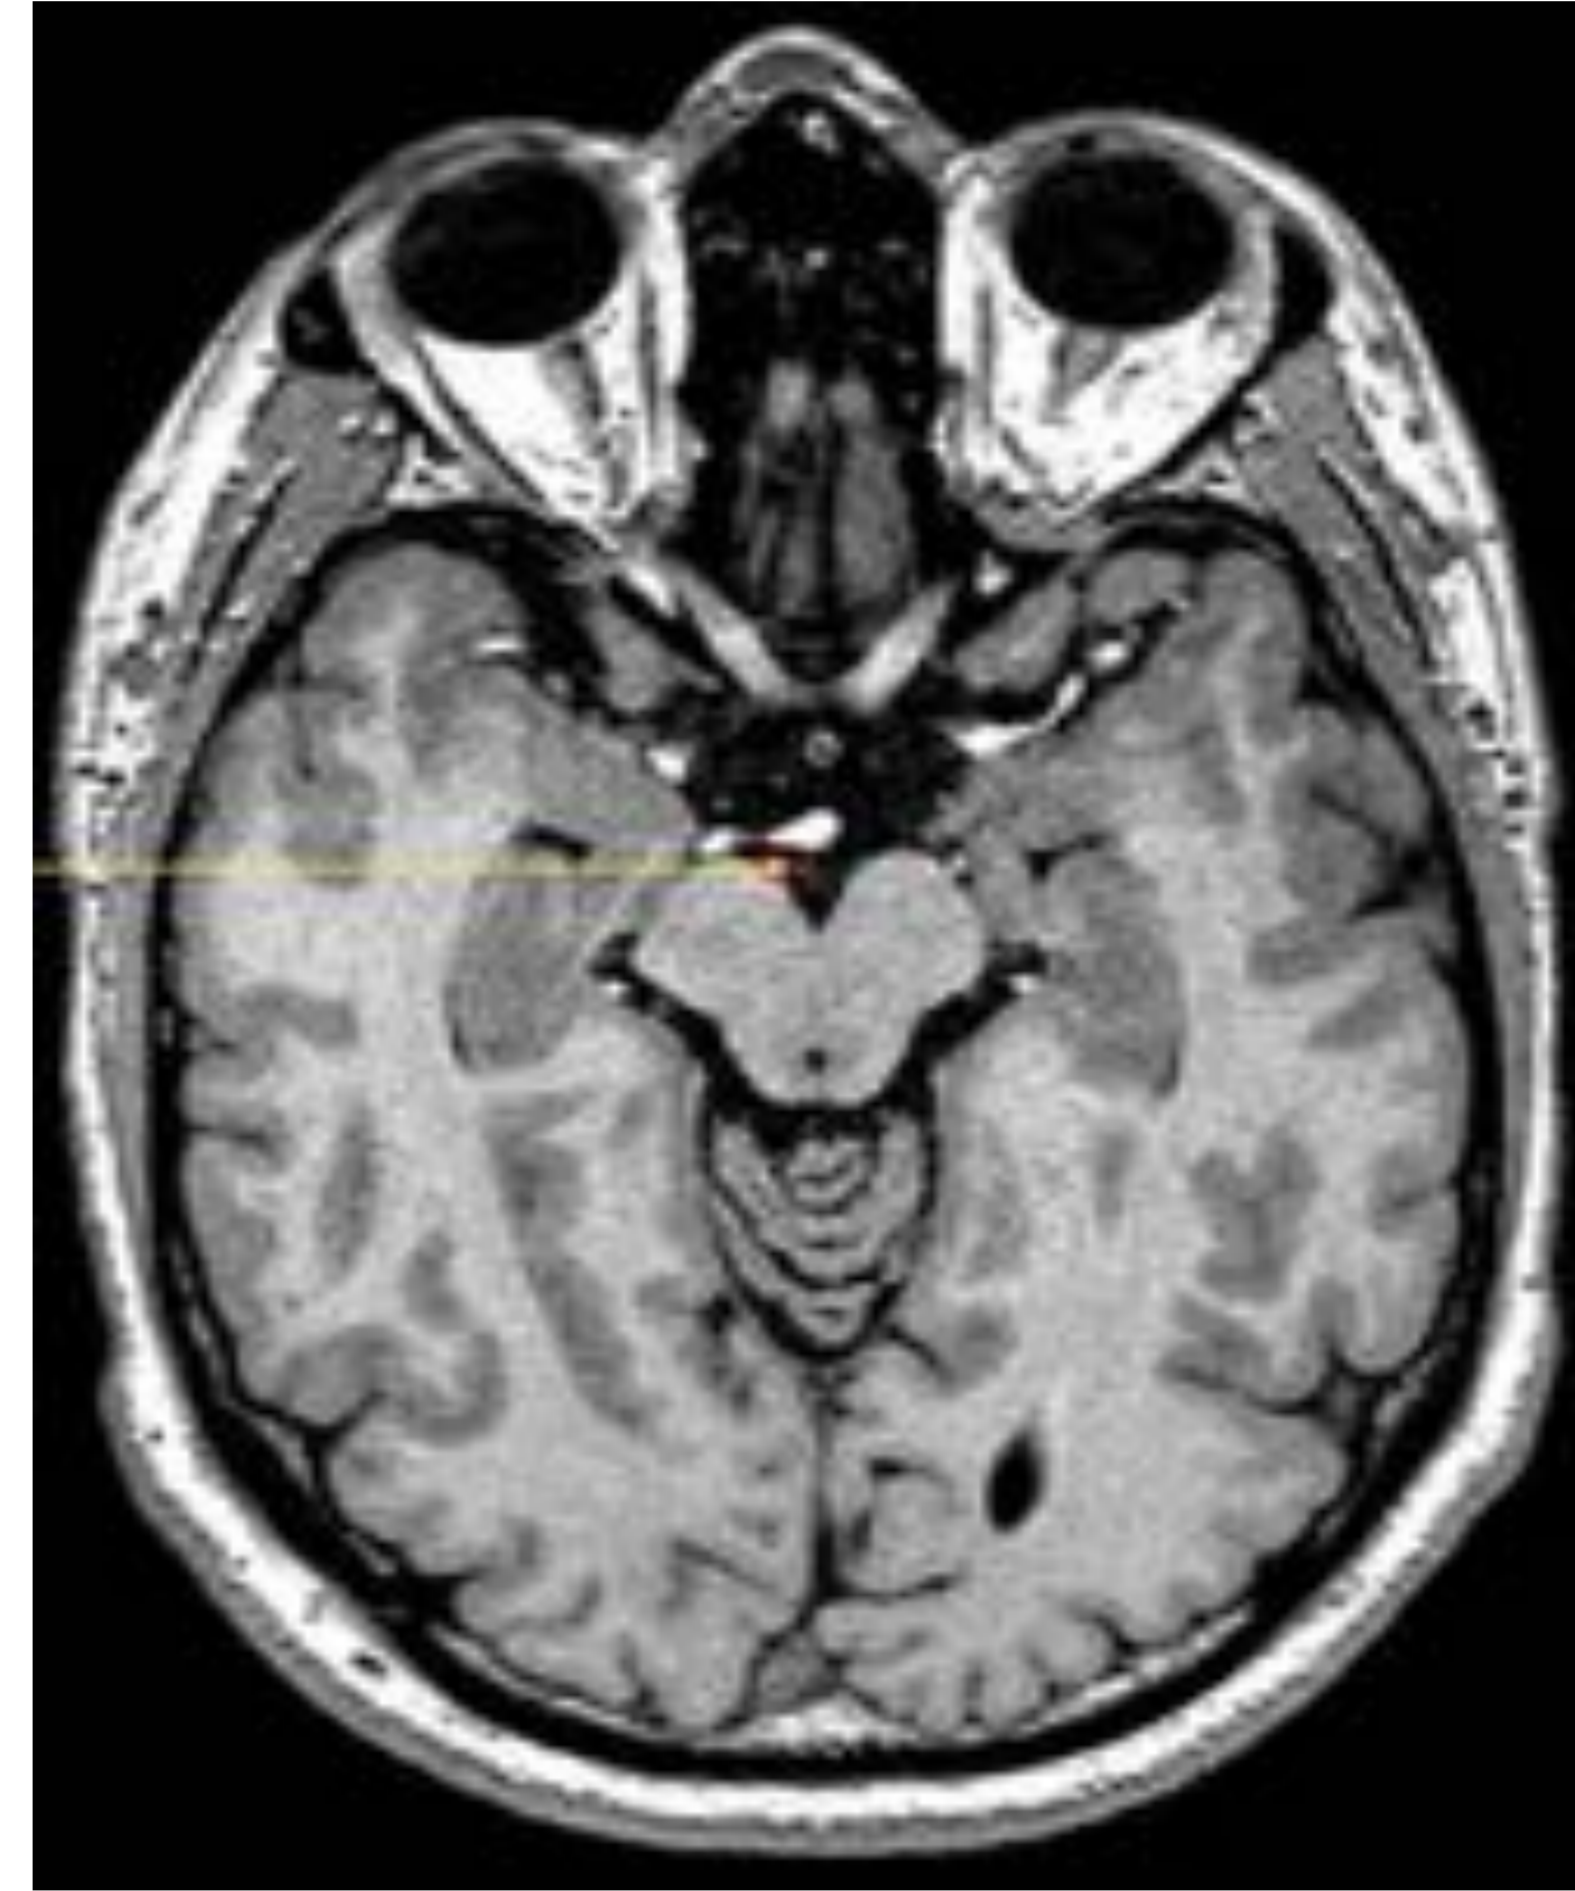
(corte axial RM T1): En la imagen se indica con una flecha la localización del III par craneal en la cisterna interpeduncular.
